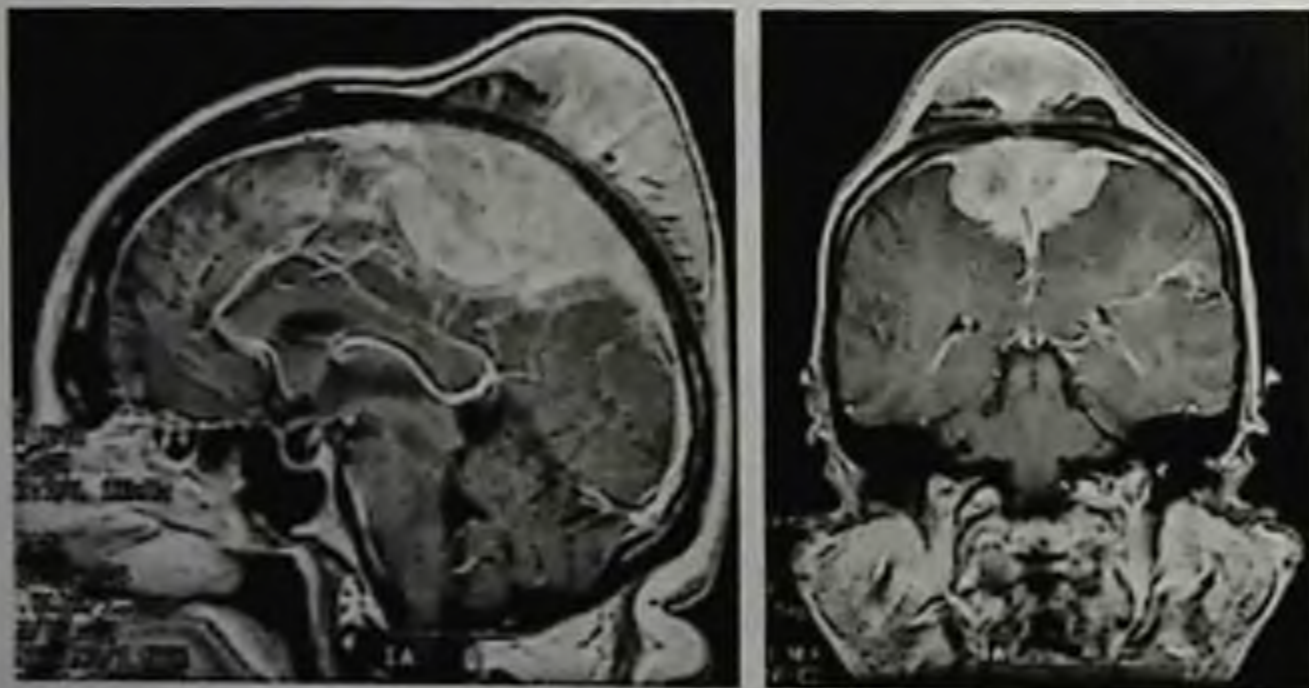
Парасагиттальная менингиома средней и задней третей верхнего сагиттального синуса с большим гиперостозом и интракраниальным узлом. Магнитно-резонансная томограмма с контрастным усилением
